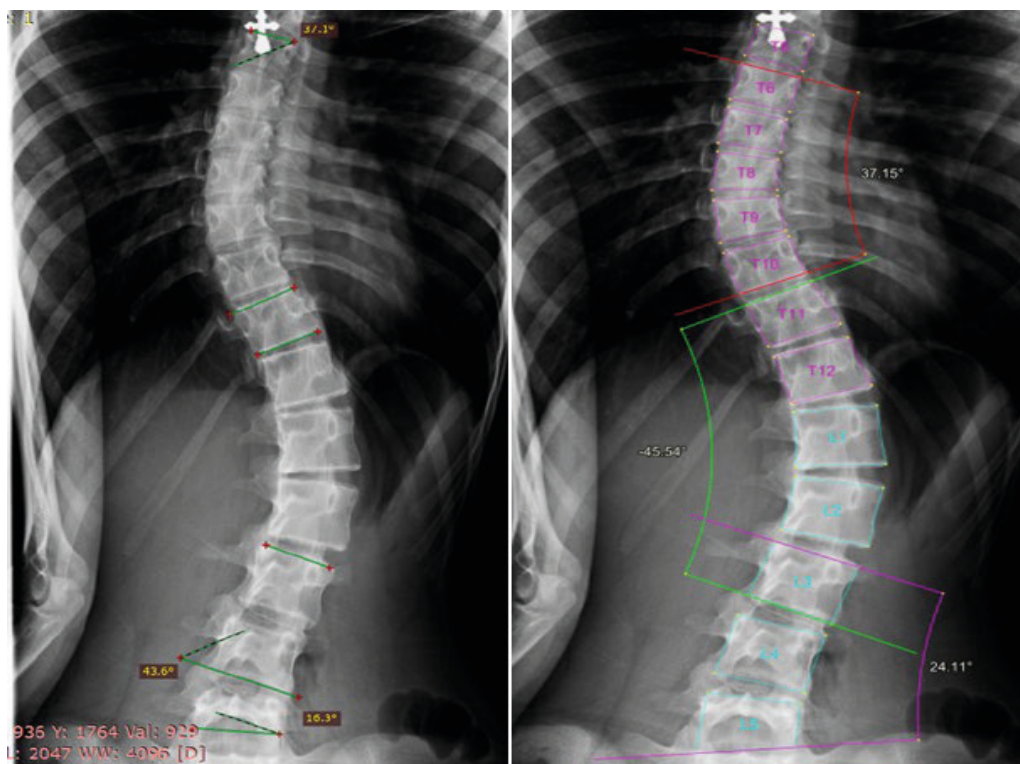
Вариабельность измерения угла Кобба, полученного искусственным интеллектом (слева) — 5,9°, врачом — 3,3°. Причина расхождения — низкое качество рентгенограмм
